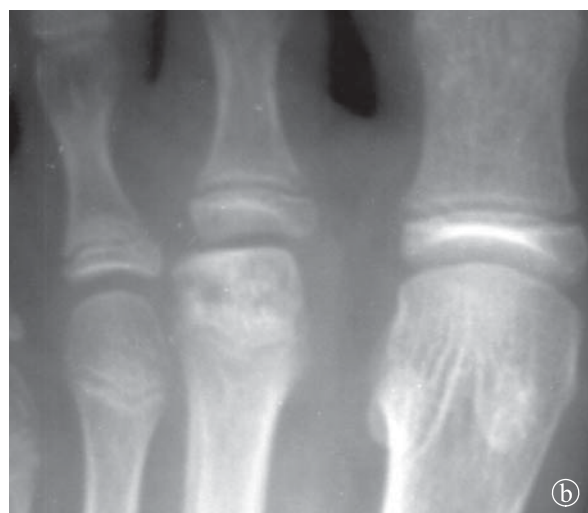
14. Osteonecroză aseptică metatars II drept. a) Radiografie plantă, b) detaliu. Epifiza distală a metarsului este mai opacă, cu structură inomogenă, spațiul articular lărgit.
